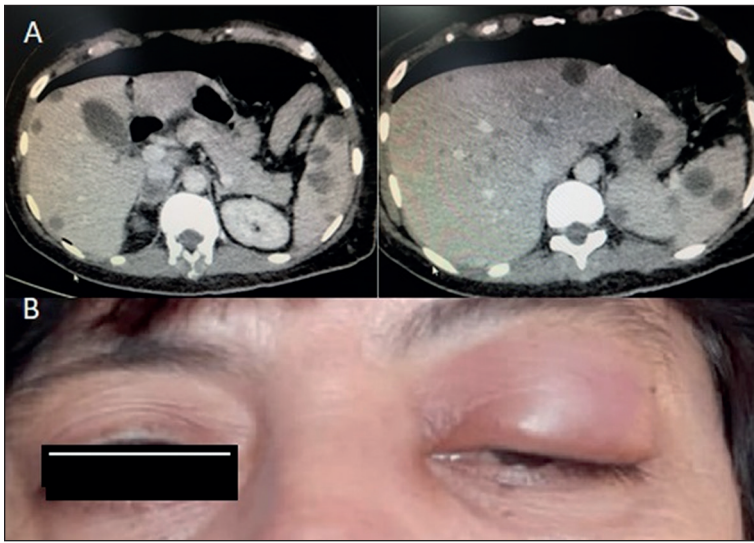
A. TC de Tórax, Abdomen y Pelvis con contraste, en donde se observa múltiples nódulos hipodensos en hígado, bazo, suprarrenales, renales. Además, engrosamiento parietal del colon transverso de 1.4 cm x 2.3 cm, con 3 nódulos peritoneales adyacentes y múltiples linfonodos mesentéricos. B. Se observa aumento de volumen en párpado izquierdo al diagnóstico de la paciente (Imagen autorizada por paciente).
